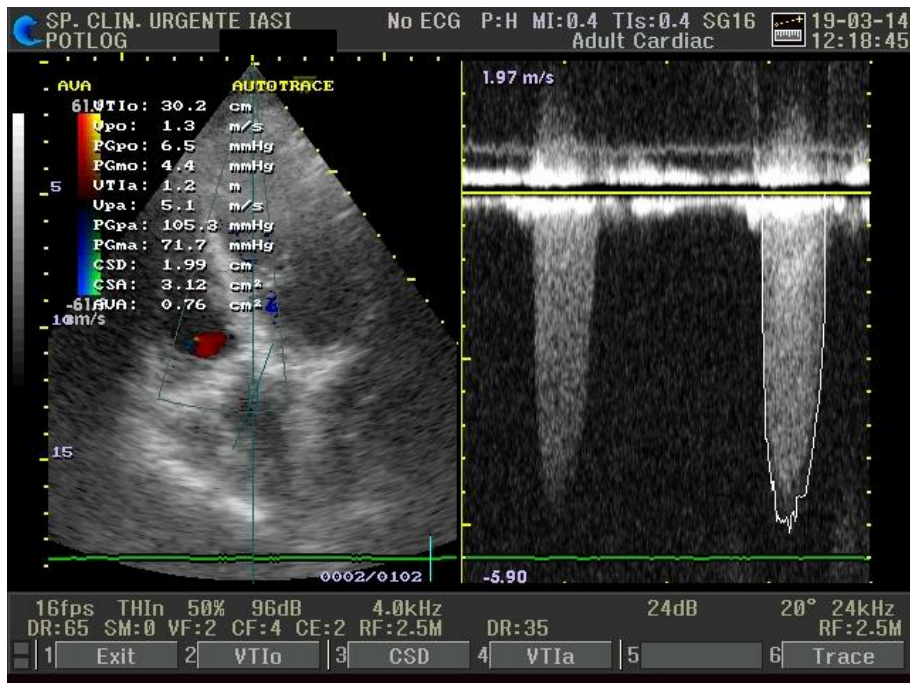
ETT secțiune parasternală 4 camere, examenul Doppler continuu care permite calculul vitezei maxime și a gradientului mediu transvalvular.
